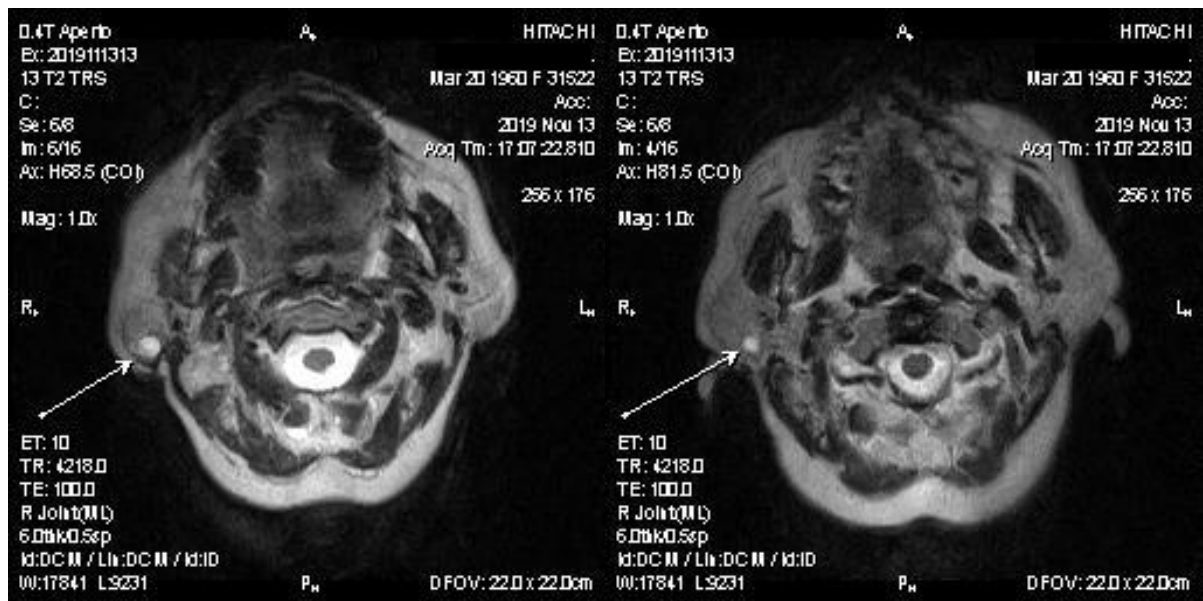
Аксиальное компьютерно-томографическое изображение мягких тканей головы и шеи больной А.
